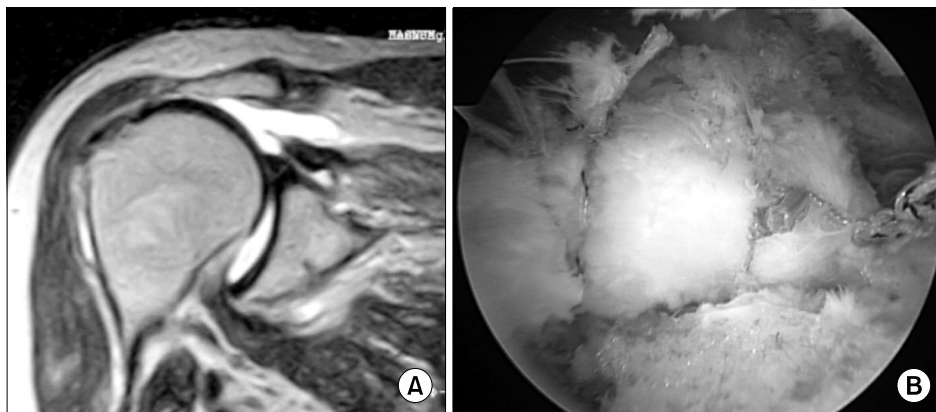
(A) Massive rotator cuff tear on MRI scan of right shoulder. (B) Even massive rotator cuff tear can be repaired satisfactorily.
